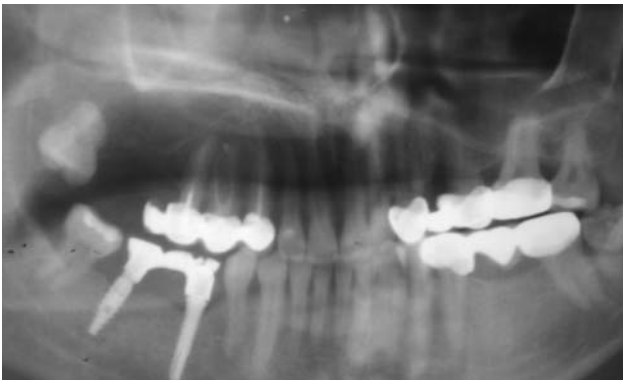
Ортопантомограма хворого К. Ретенція 18-го зуба, атрофія кістки в ділянці видалених першого та другого молярів.
